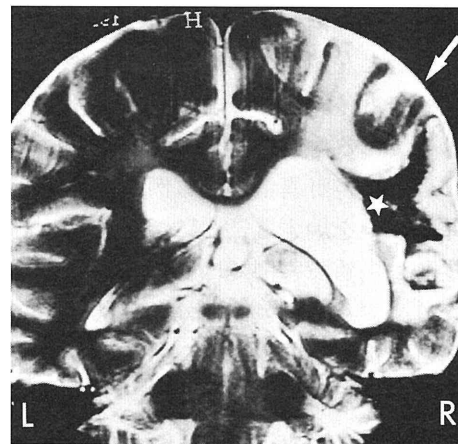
症例2のMRI像 (T2強調前額断面画像)。右中大脳動脈領域の脳梗塞。緑上回(矢印)と視放線(星印)が病巣に含まれる。
